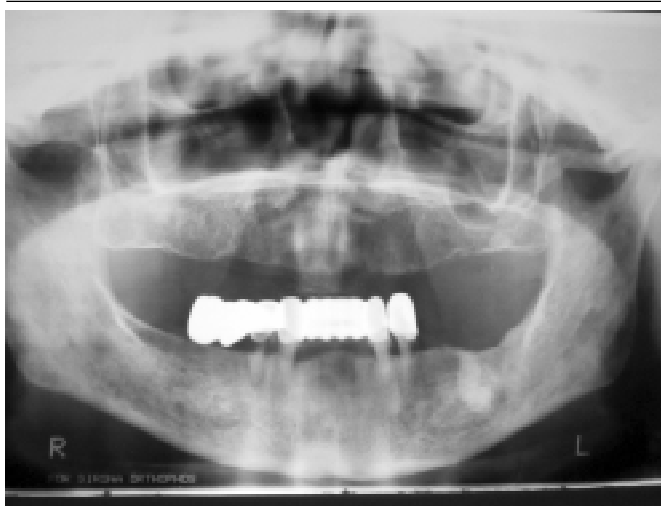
Ортопантомограма хворого К., 74 роки: множинні дефекти зубного ряду, склеротичні зміни кісток нижньої та верхньої щелеп. Тканина щелеп груботрабекулярна з осередками остеосклерозу; деформація нижньої щелепи
